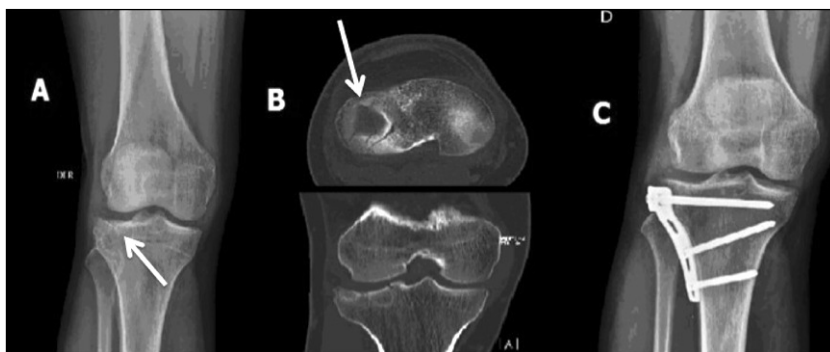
Fractura de Platillos Tibiales Schatzker III por mecanismo de baja energía. A) Radiografía en plano anteroposterior. La flecha indica la zona de hundimiento; B) TAC demostrando hundimiento articular (flecha) y defecto óseo en planos coronal y transversal; C) Resultado radiológico luego de la reducción abierta, osteosíntesis con placa en L bloqueada más aporte de injerto molido de banco.
